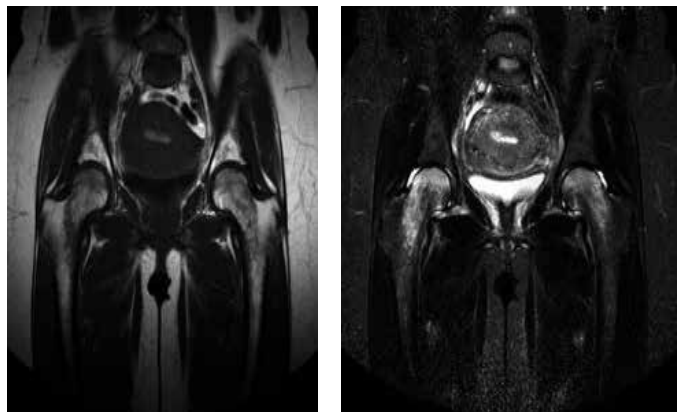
Ressonância Nuclear Magnética de Bacia realizada 10 dias após agravamento dos sintomas; corte coronal ponderado em T1 (A) e T2 (B), evidenciando sinal sugestivo de edema medular ósseo em colo e cabeça femoral bilateral.
